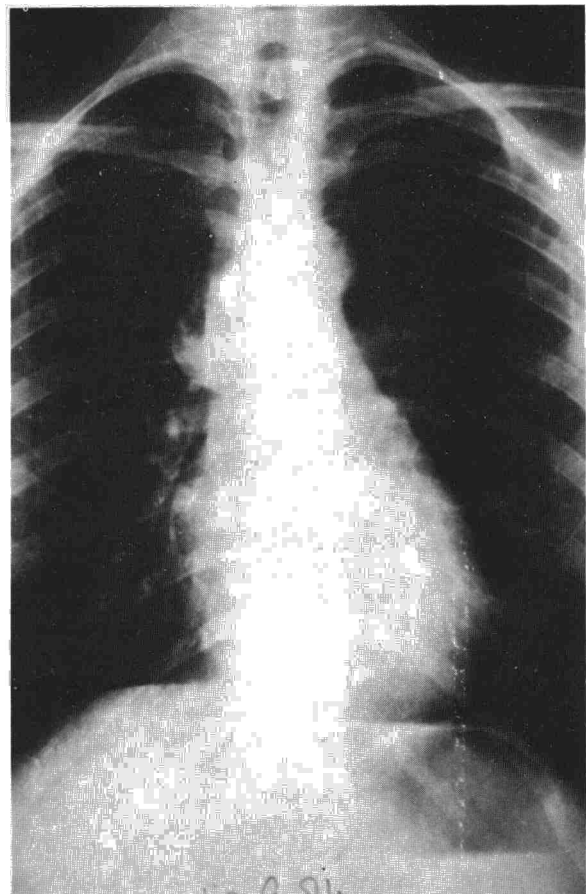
Radiografía posteroanterior de tórax donde se aprecia una opacidad de bordes bien definidos en hemitórax derecho (caso 3).
